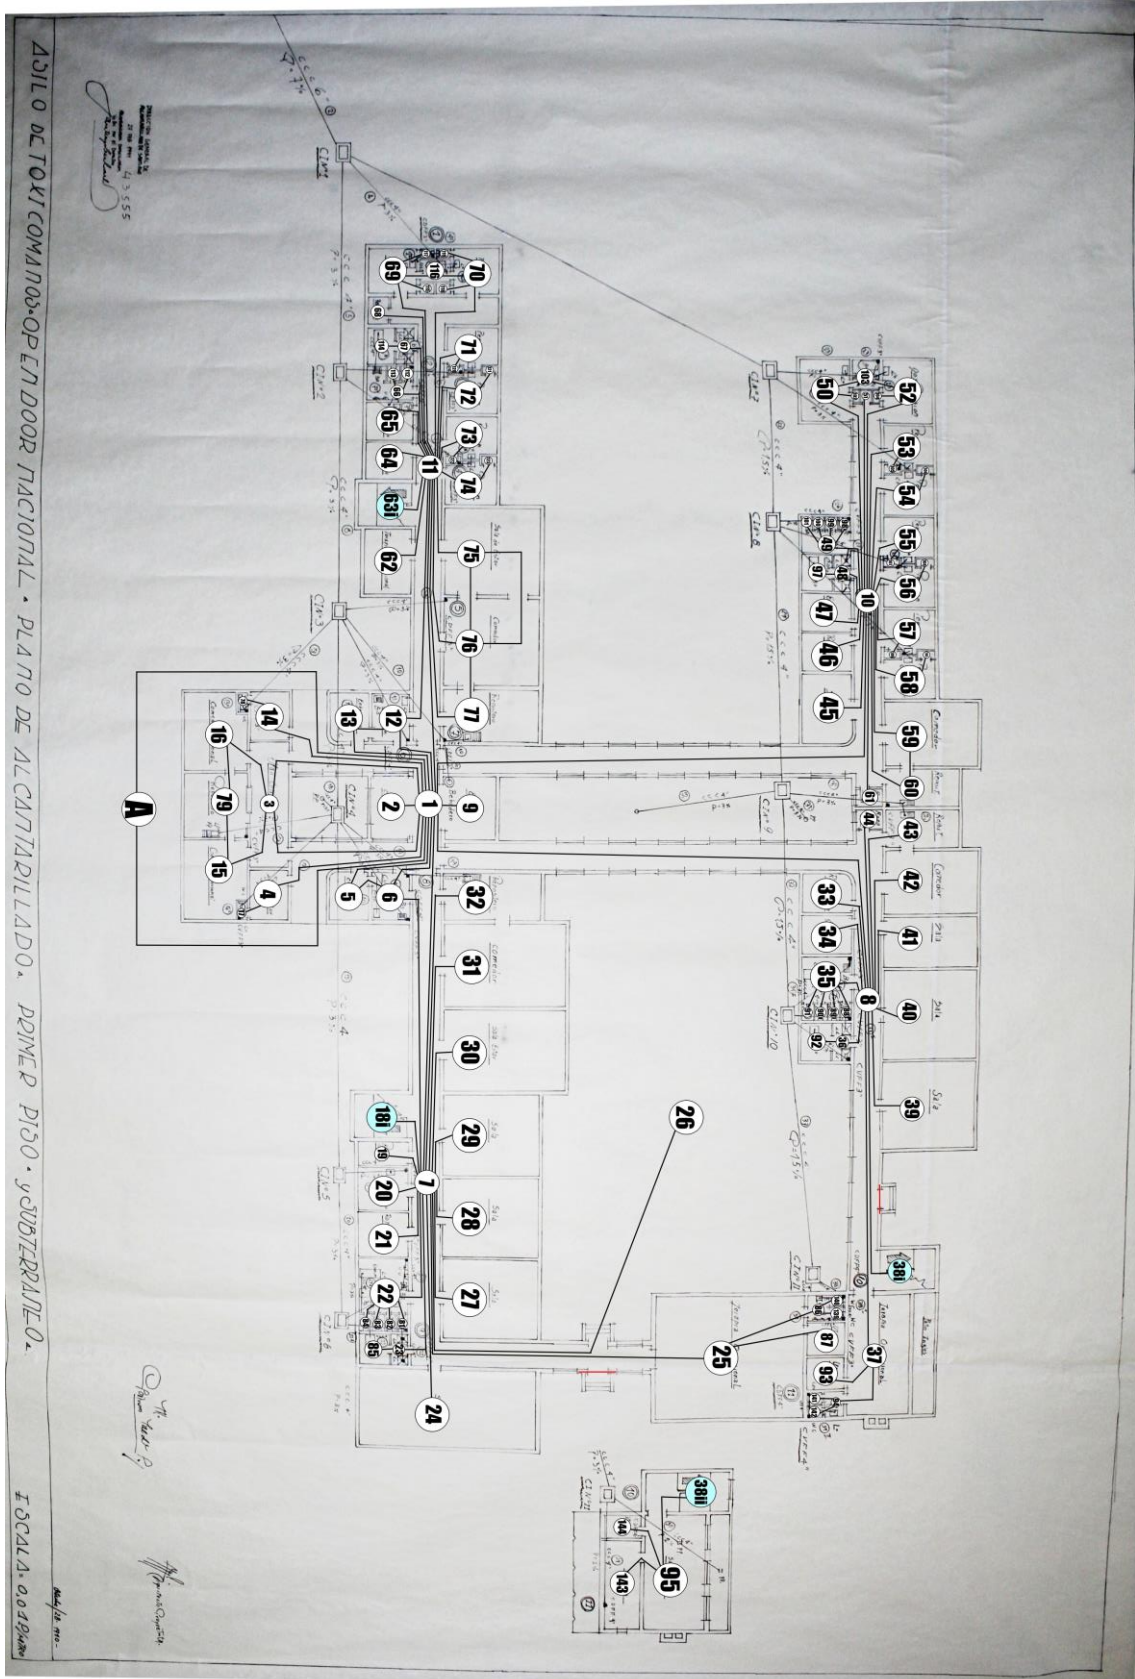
Nodos y conexiones del IRM primer piso y subterráneo.
